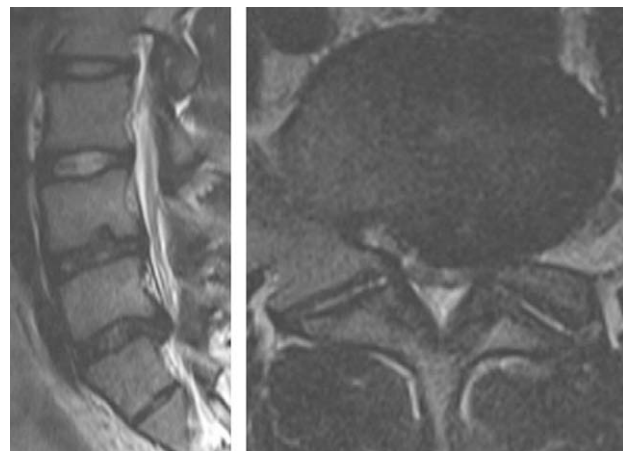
T2 weighted MR images of patient shows a posterolateral disc herniation of L5-S1 with S1 nerve root compression.
